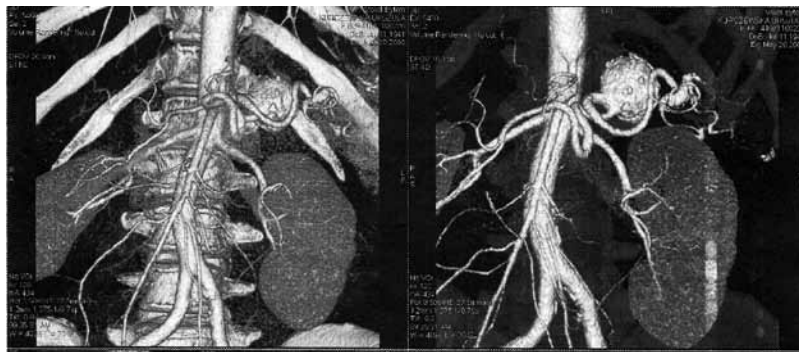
Postoperative CT scan after embolization of splenic artery aneurysm
